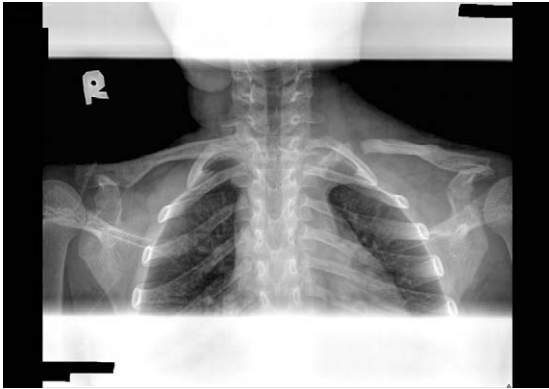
Initial radiograph in 9-year-old girl demonstrates pattern of pseudoarthrosis of the left clavicle.
